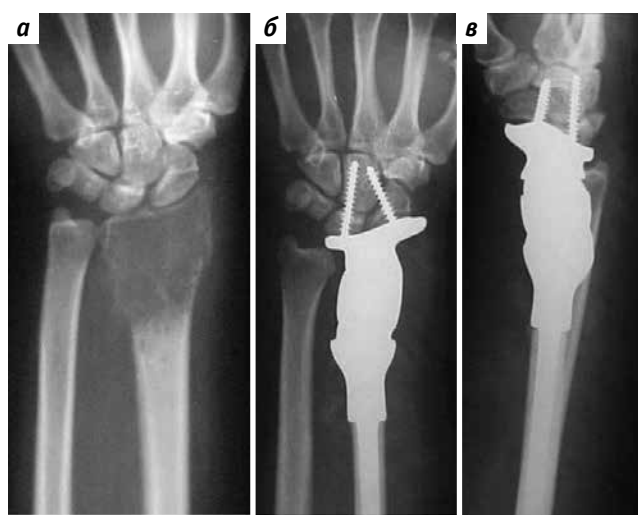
Рентгенография лучезапястного сустава: а – до операции; б – через 6 лет после операции (прямая проекция); в – через 6 лет после операции (боковая проекция) [24]
